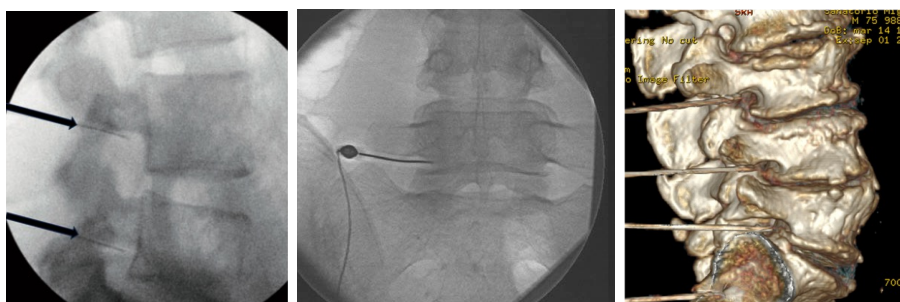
Imágenes que muestran la posición correcta del extremo distal de la aguja o cánula al realizar el abordaje Subpedicular o de Bogduk. . A la izquierda la posición correcta es a nivel del cuadrante postero superior del foramen. En la imagen del centro, en una radiografía anteroposterior, la posición correcta es a nivel de la línea medio pedicular del foramen intervertebral. A la derecha se observa una imagen en tomografía 3D con la posición correcta del extremo de las cánulas a nivel de los forámenes L2-L3, L3-L4 Y L4-L5 derecho.
